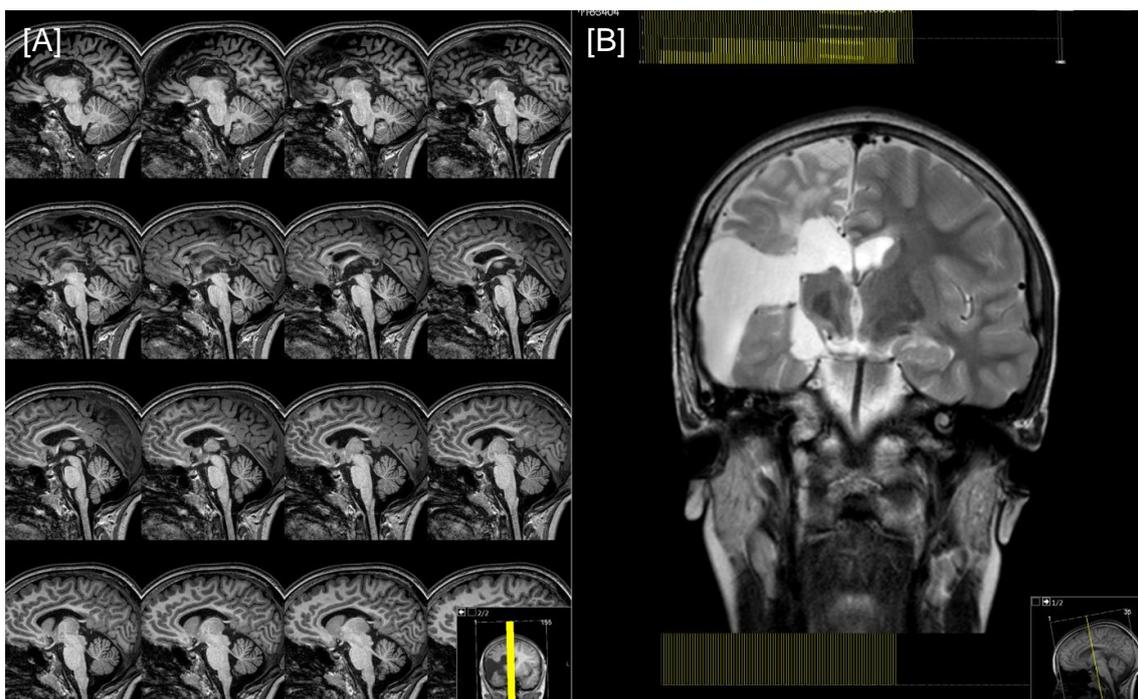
09/12/2015 | RM crânio-encefálica, ponderação T2, cortes sagitais [A] e coronal [B]. Follow-up de ER, status pós-hemisferotomia direita, realizada a 02/10/2013. Observa-se marcada atrofia unihemisférica à direita e consequente aumento dos espaços de líquido pericerebrais.
